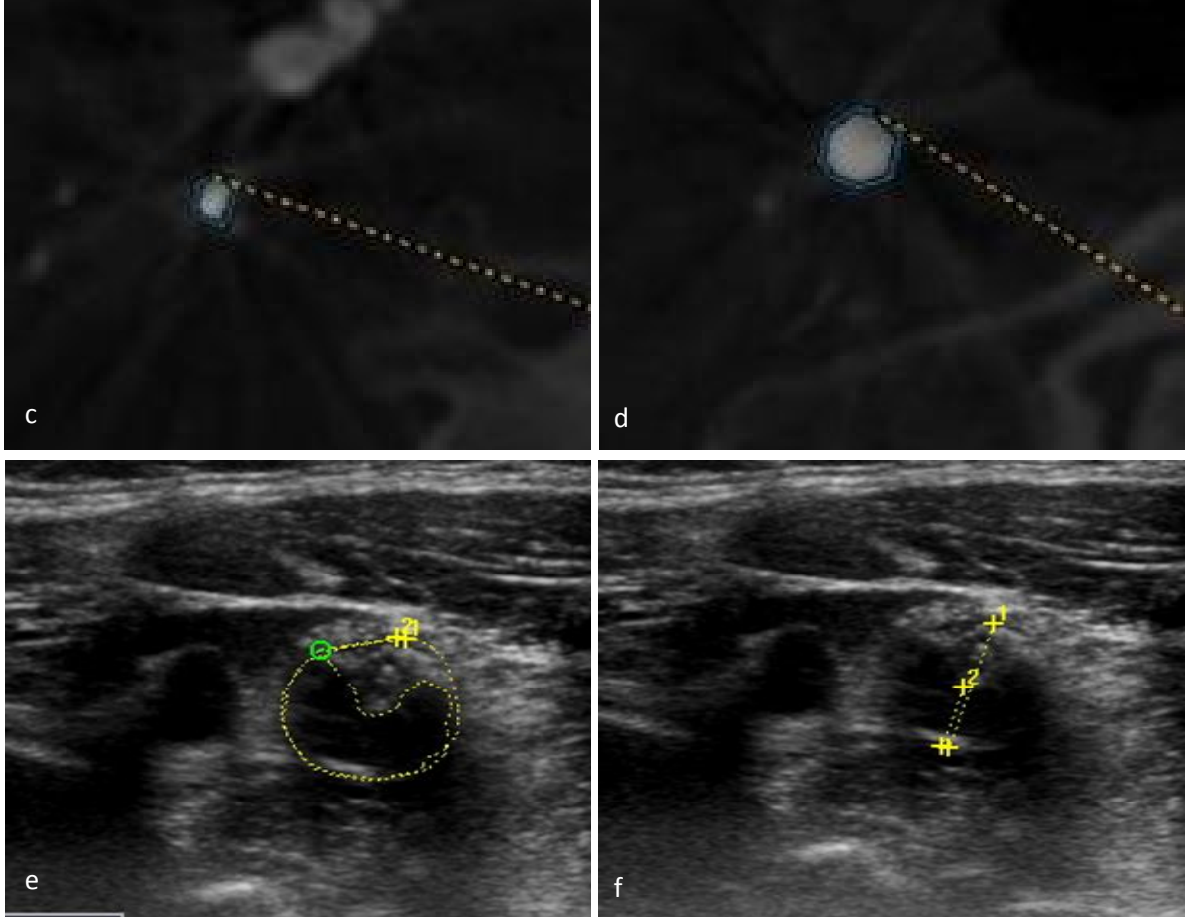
c-d) Aynı hastanın rotasyonel DSA'da sol İKA'dan yapılan aksiyel planda darlık segmentinden ve distal lezyonsuz İKA'dan yapılan ölçümler. e) Doppler US ile darlık düzeyinden yapılan alan ölçümü %68 olarak hesaplanmıştır (Not: NASCET için distal İKA segmentinden de alan ölçümü yapılmıştır.).
